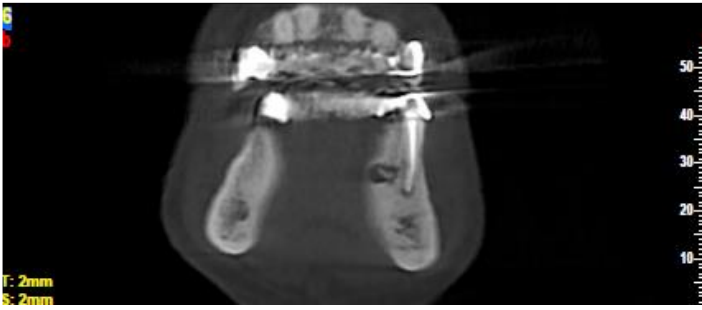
CBCT coronal section; radiolucent areas without border prominence compatible with BRONJ in the lingual of the tooth #34
